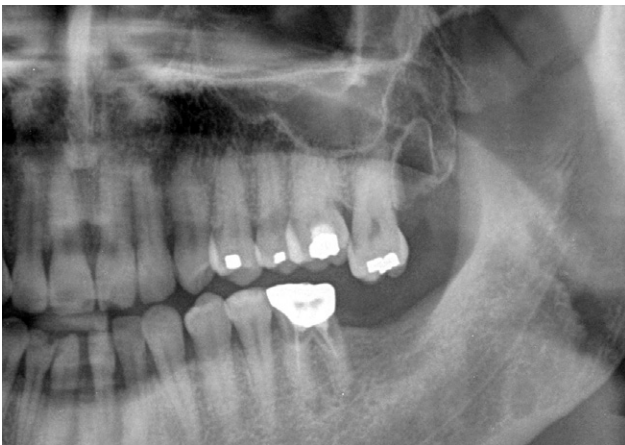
초진시 파노라마 방사선 사진.
